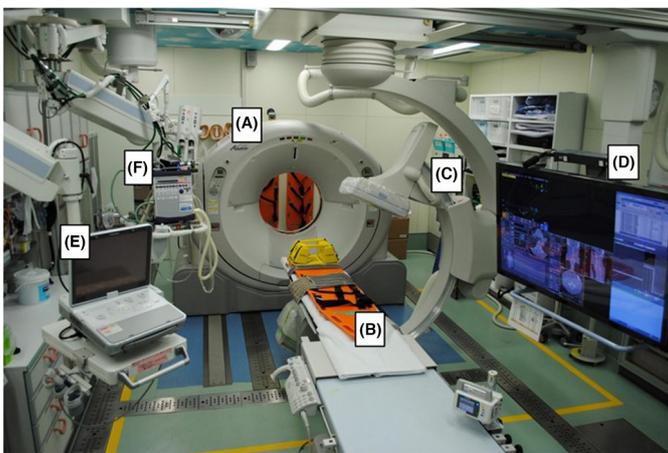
(A) Sliding CT scanner. (B) CT examination and intervention table. (C) Moveable C-arm. (D) 56-Inch monitor screen. (E) Ultrasonography equipment. (F) Mechanical ventilator. Hybrid emergency room: Installation, establishment, and innovation in the emergency department. WADA et al. *Acute Med Surg.* 2023;10:e856. <https://doi.org/10.1002/ams2.856>
